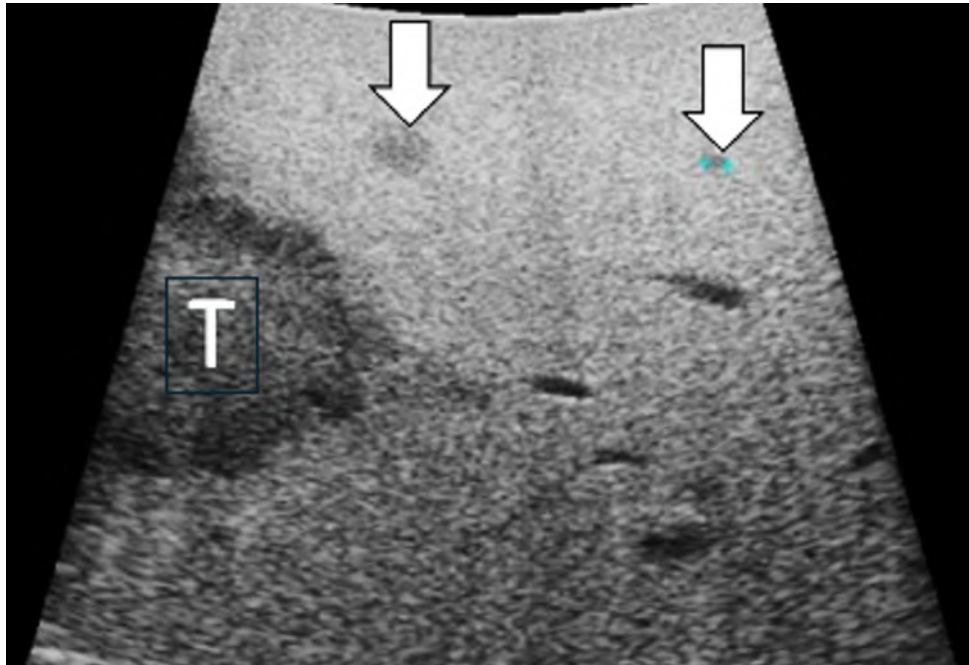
Múltiples metástasis hepáticas de origen colorrectal. El estudio preoperatorio identificó una lesión de 3 cm. La ecografía intraoperatoria reveló lesiones adicionales ocultas de 5 mm y 2 mm (flechas). *Modificada de J. Machi et al / Surg Clin N Am 84 (2004) 1085–1111.*
